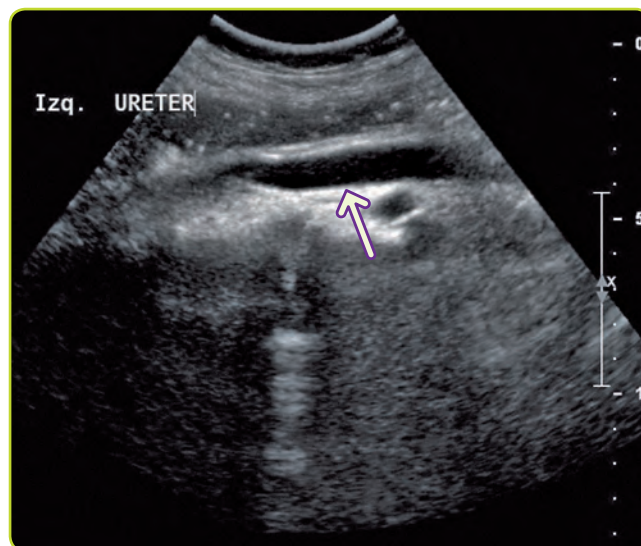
Ecografía. Dilatación del uréter izquierdo proximal a una litiasis ureteral.
